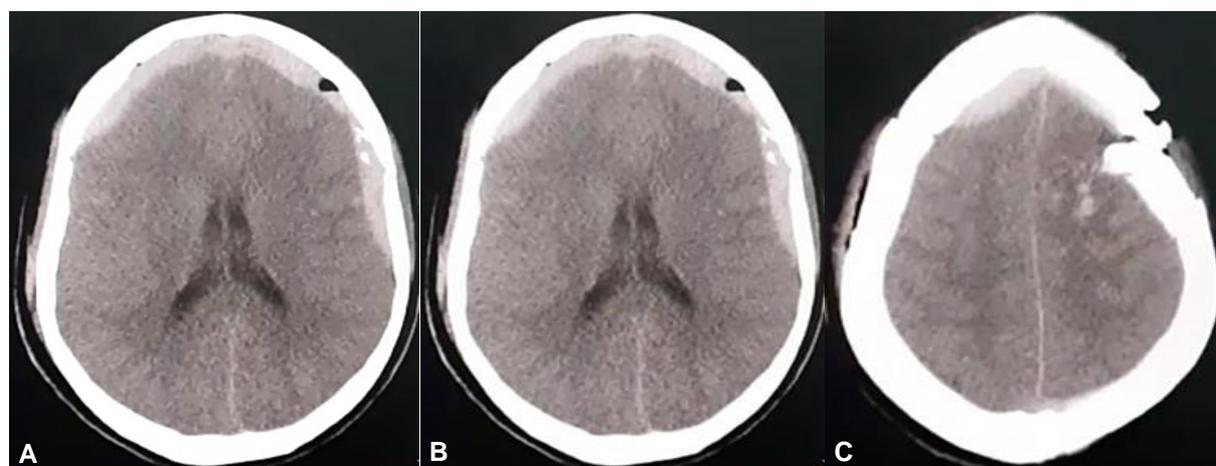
TAC cerebral sin contraste (ventana parenquimal) donde se aprecia en (A, B, C) una lesión hiperdensa en forma de semiluna que corresponde a un hematoma epidural bifrontal que se extiende hasta la región temporoparietal del lado derecho, de 10 cm de alto, 20cm de largo y 2cm de ancho. El volumen del hematoma según la formula $ABC/2 = 215cc$ (donde "A" la longitud máxima, "B" es la máxima extensión del hematoma y "C" es el grosor de la hemorragia).
